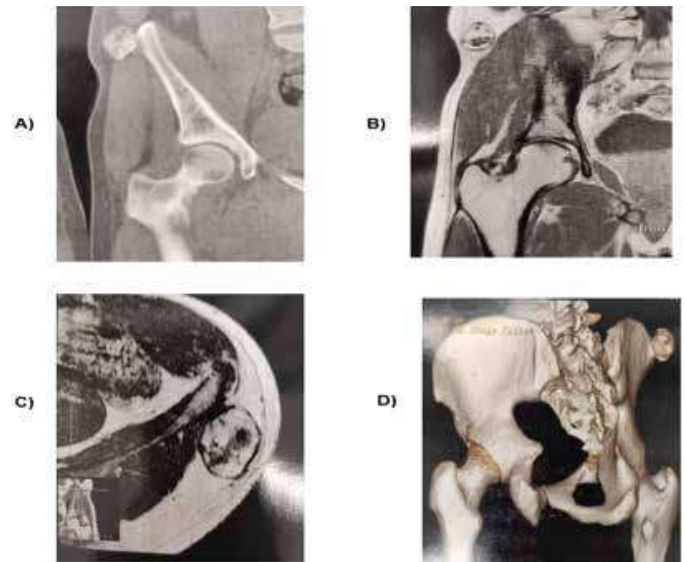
Tomografia computadorizada de quadril do paciente evidenciando o osteocondroma no osso ilíaco direito.
